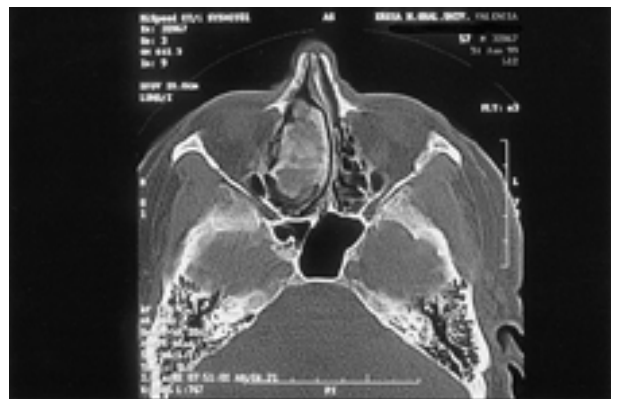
TC Maxilofacial. Corte axial donde se aprecia la lesión insuflante en cornete medio que se extiende a celdillas etmoidales.
